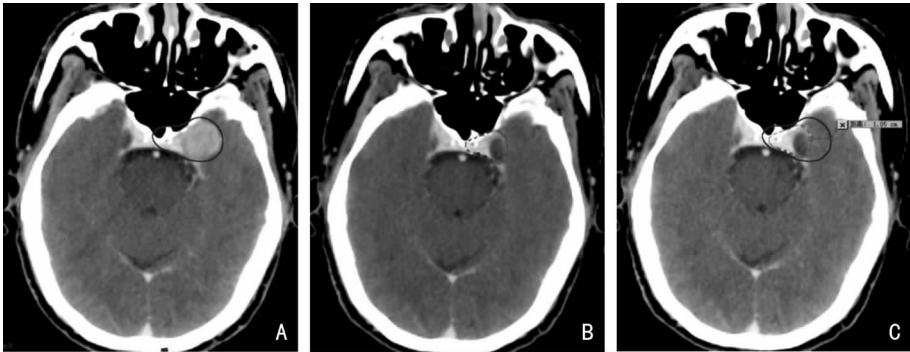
T4期鼻咽癌,肿瘤侵犯左侧海绵窦 A:放疗前定位CT图像,图中实线条圈定的范围为放疗前计划时勾画的GTV;B:在放疗疗程中的第21次时重新进行的定位CT图像,图中虚线条圈定的范围为重新勾画的GTV,与放疗前比较,GTV体积明显缩小;C:将前后2次勾画的GTV进行融合,显示GTV的左侧界位移最大,达到1.05 cm。通过修正靶区,可以减少邻近颞叶照射剂量,保护颞叶功能
